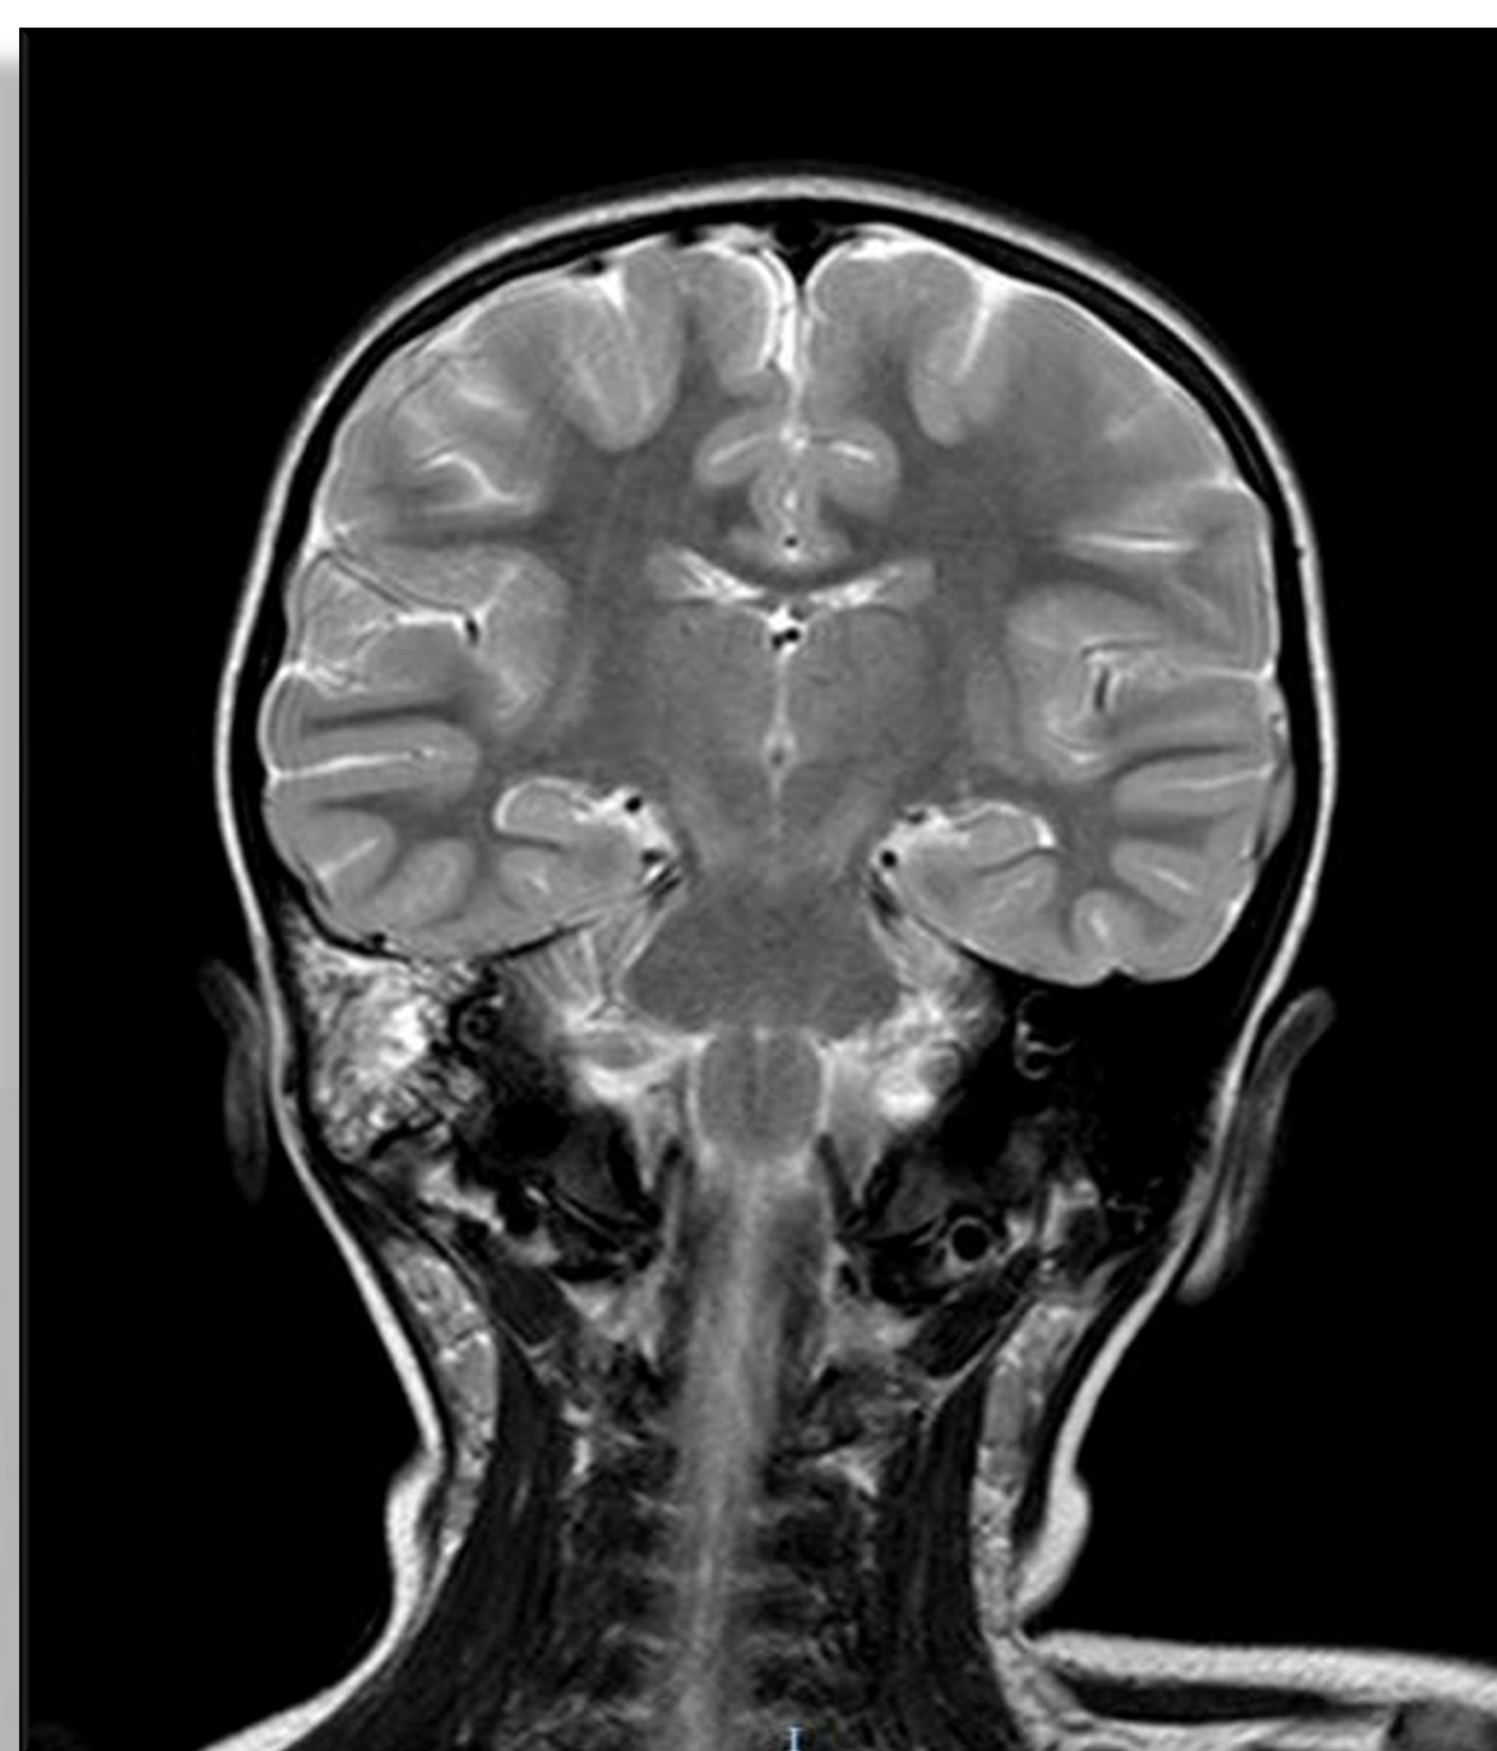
Imágenes de RM donde se observa ocupación de mastoides y ápex petroso derecho
